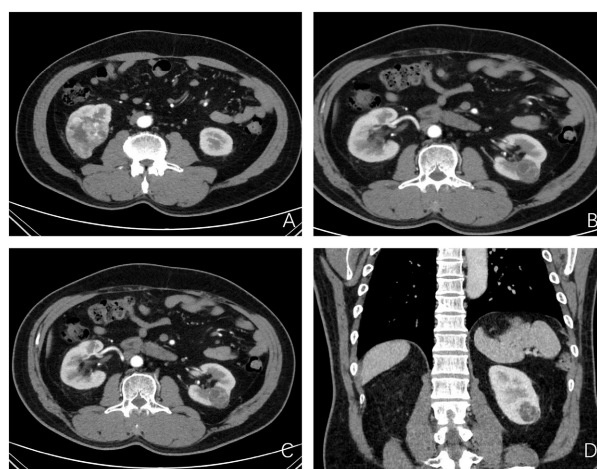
Enhanced CT of the kidney. (A) (B) (C) different layers of arterial stage, (D) coronary CT
